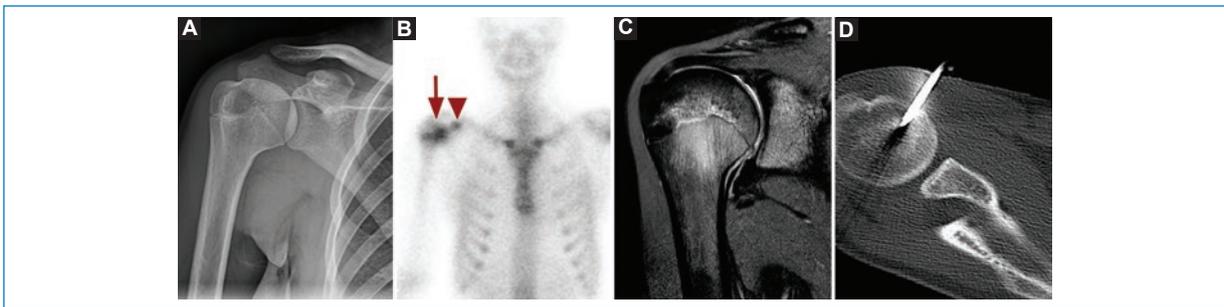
Mujer de 18 años con diagnóstico clínico y radiológico de lesión por estrés. A: la radiografía de hombro muestra una dudosa lesión radiolúcida proyectada en el troquín. B: el centellograma óseo muestra aumento de captación en proyección de la epífisis proximal del húmero derecho (flecha larga) y de la apófisis coracoides (punta de flecha), de características inespecíficas. C: corte coronal de resonancia magnética en secuencia STIR que objetiva la presencia de edema en la porción central de la fisis humeral, que se extiende a la epífisis y a la metáfisis, resultado de estrés focal o microtrauma. D: punción-biopsia guiada por tomografía en ventana ósea sobre el área sospechosa.
